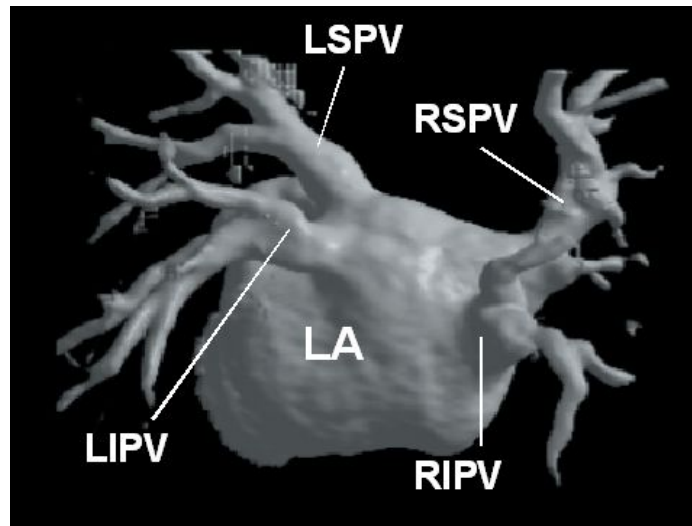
Rekonstruktion der Hinterwand des linken Atriums und der Pulmonalvenen mittels 3-D-Kontrast-Magnetresonanztomographie in PA-Projektion. LA=linkes Atrium; LSPV= linke obere Pulmonalvene; LIPV=linke untere Pulmonalvene; RSPV=rechte obere Pulmonalvene; RIPV= rechte untere Pulmonalvene. Abbildung modifiziert nach [24].
